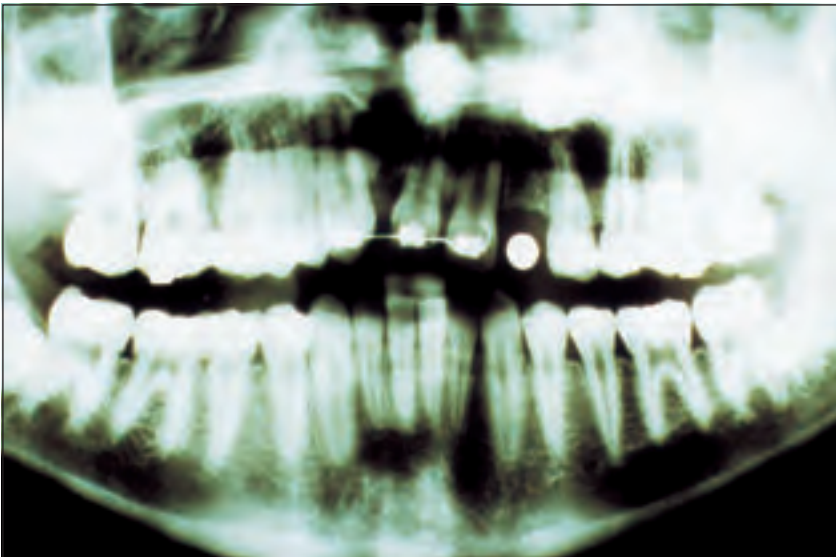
Röntgenologische Meßaufnahme
